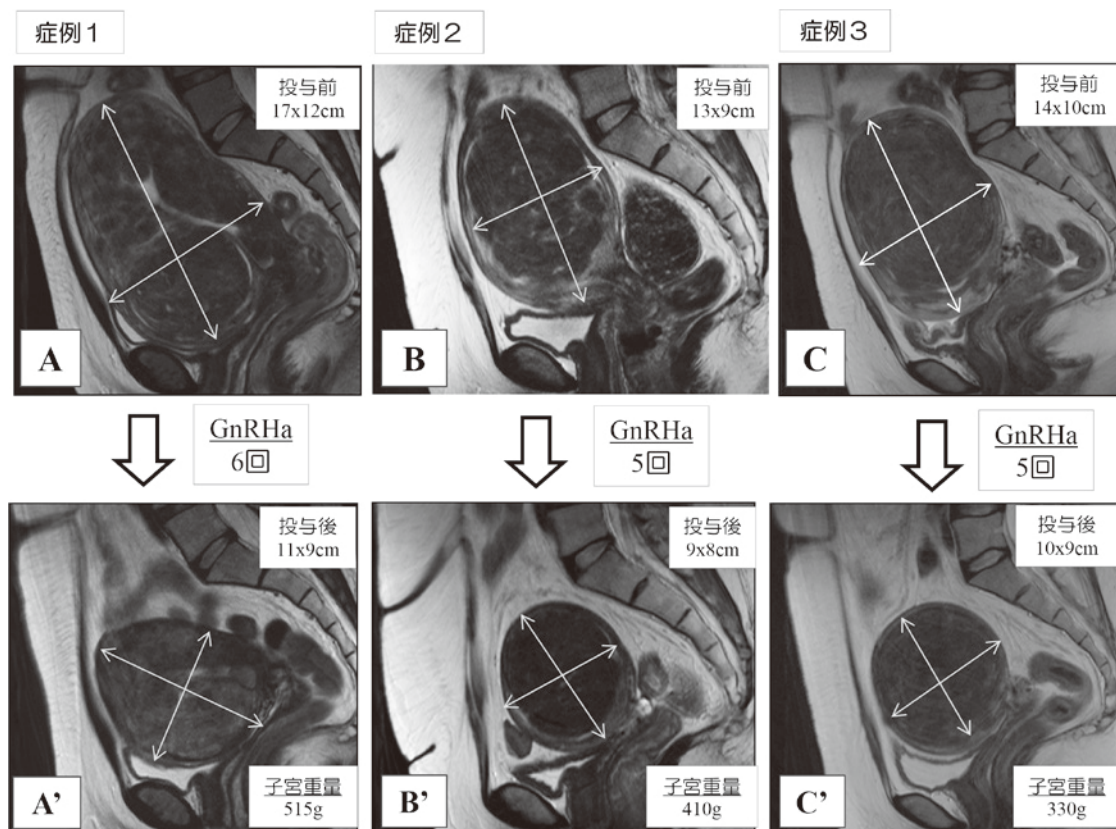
GnRHa 投与により TLH が可能となった症例の MRI 画像
